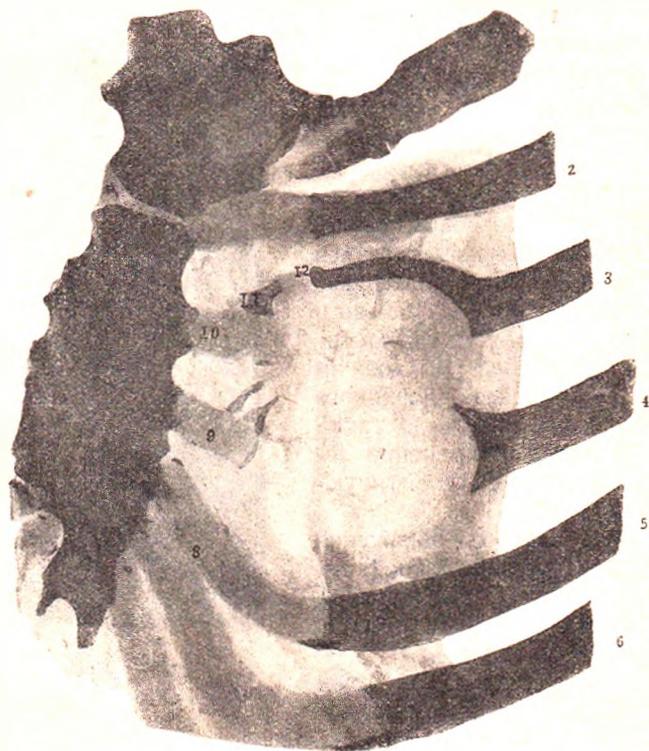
Рентгеновский снимок передней стенки грудной клетки.
